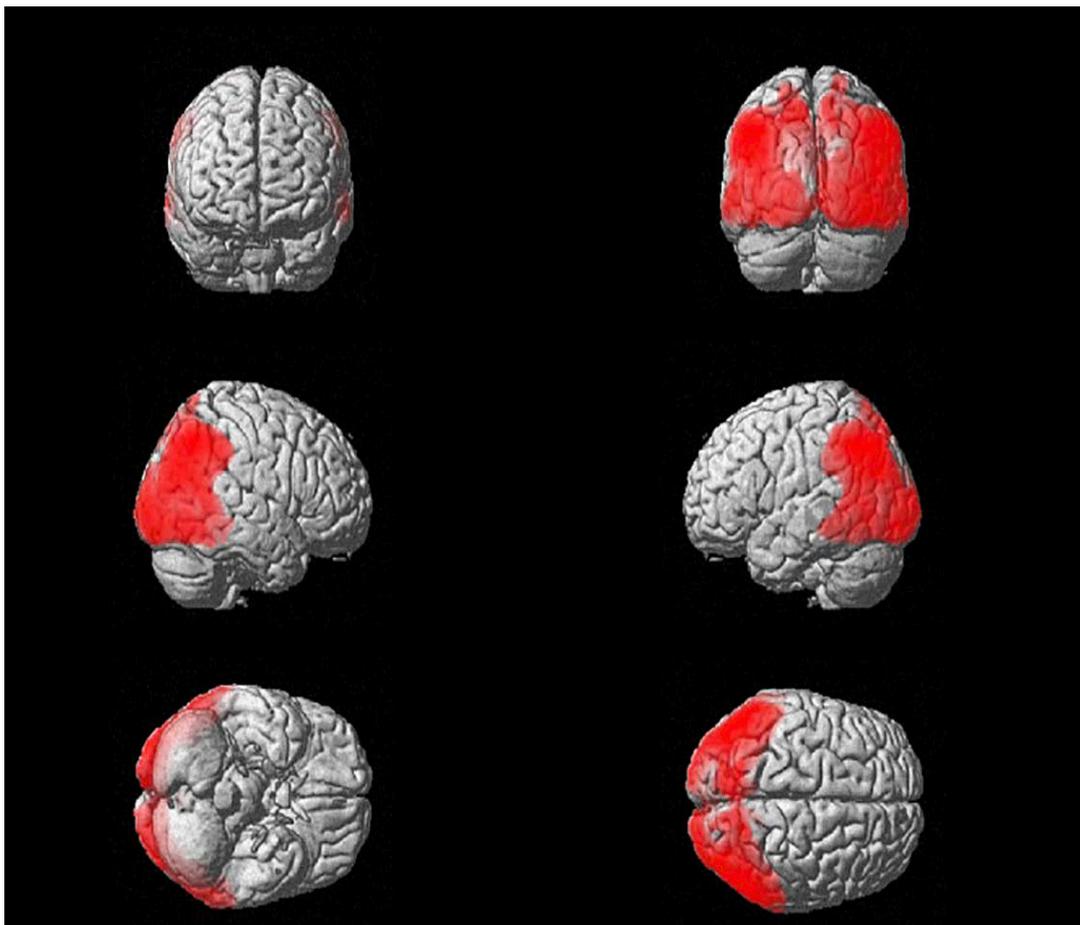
18-FDG-PET nei pazienti con DLB
